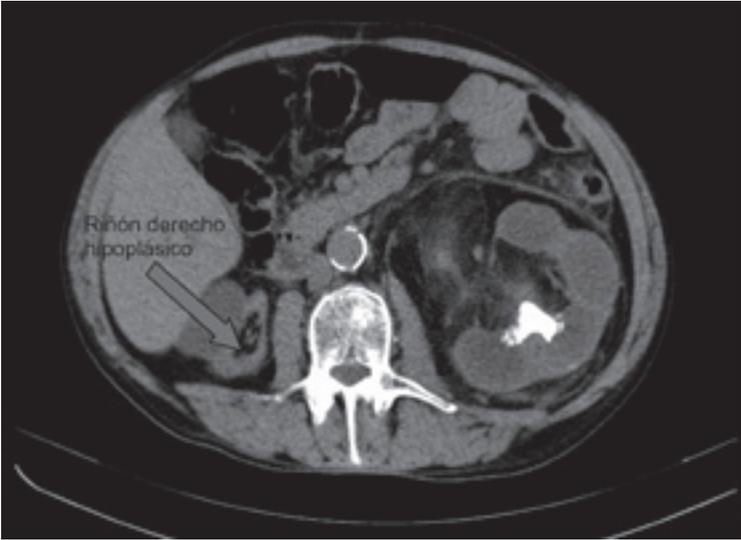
TC abdominal en corte axial. Muestra el riñón derecho hipoplásico.
